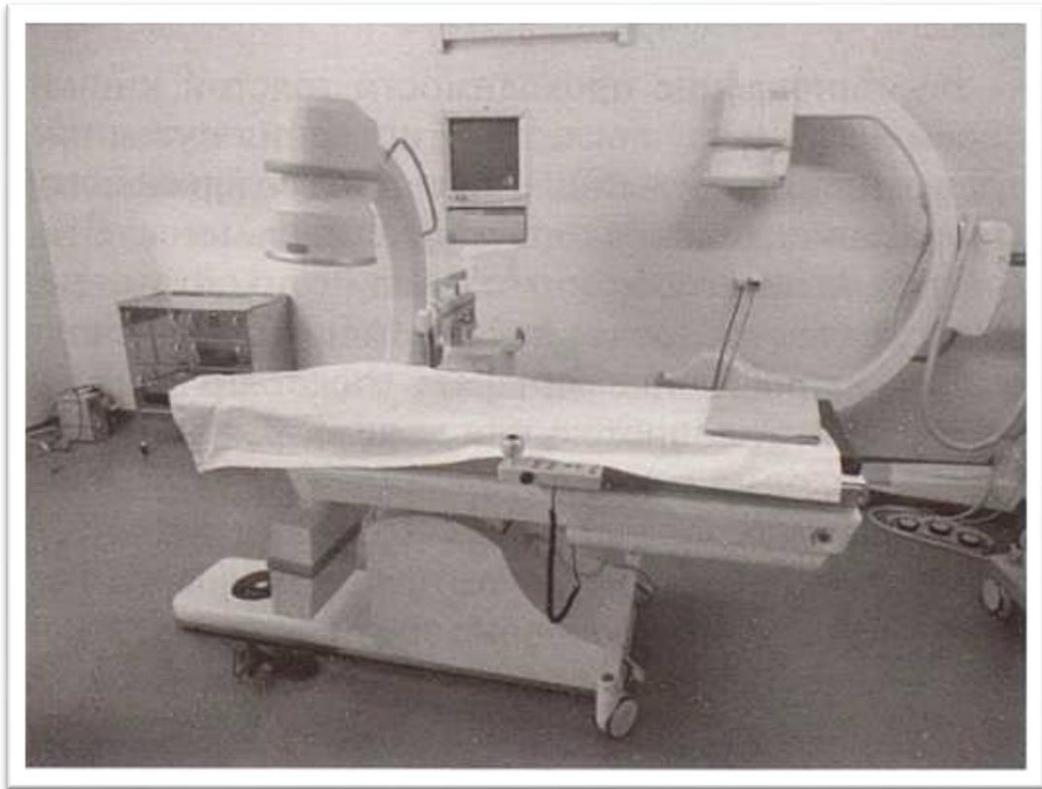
Эндоскопическая рентгенооперационная
